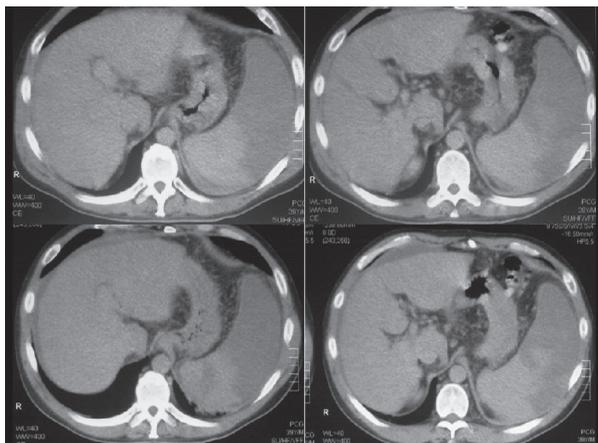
Tomografía axial computarizada: esplenomegalia con áreas de hipodensidad por falta de realce con material de contraste.
